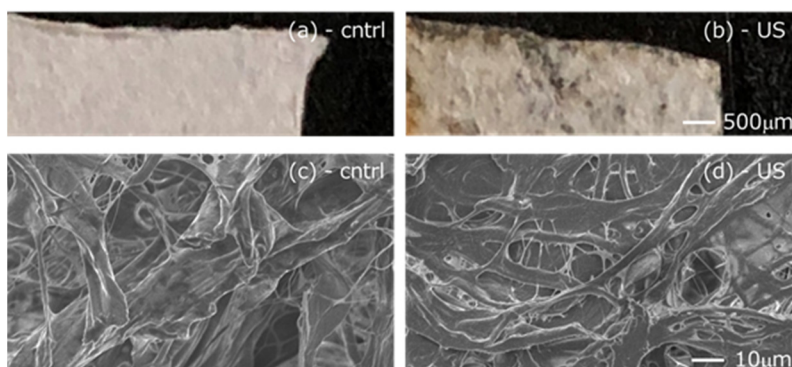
Appearance of the collagen sheet before and after ultrasound irradiation.
